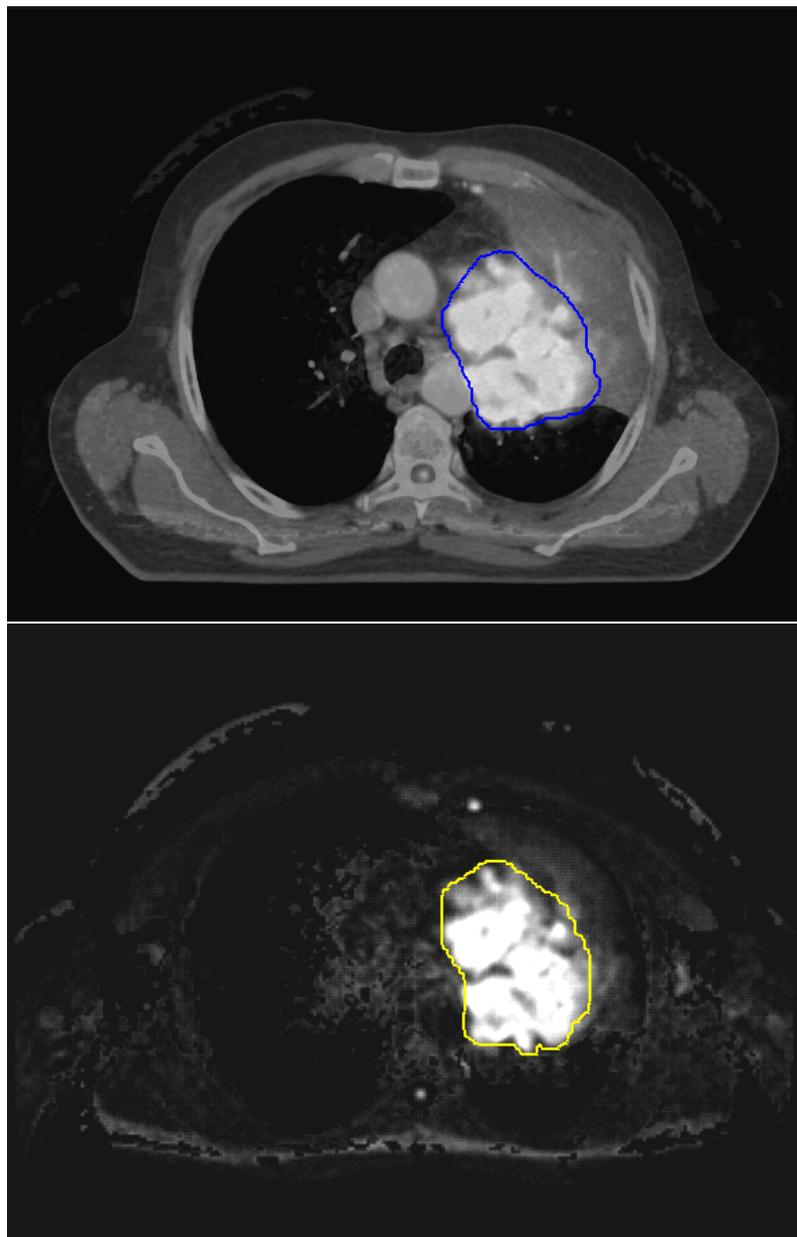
Fall 6: CT Abdomenfenster und DWI
